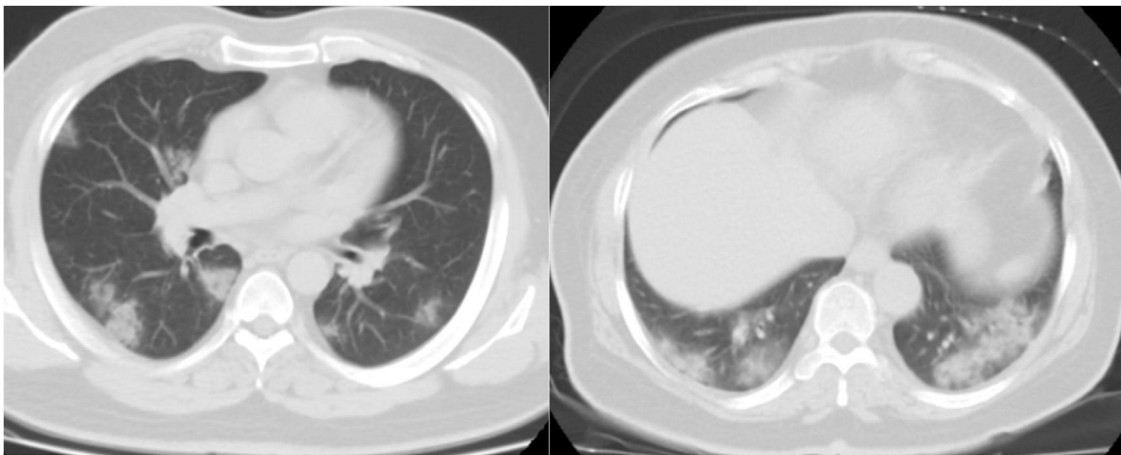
Dos TC axiales de tórax con ventana pulmonar sin contraste demuestran opacidades consolidativas irregulares multifocales en ambos campos pulmonares en un paciente con neumonía por COVID-19.
